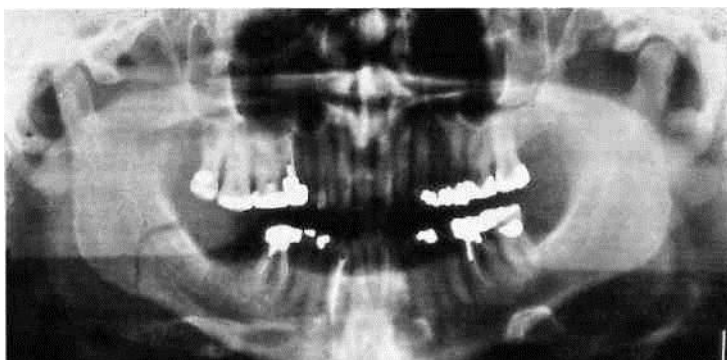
Radiographs showing the use of a compression plate at the lower border in conjunction with a non-compression cortical plate above the level of the inferior dental canal. (Case treated by Professor J. Prein and reproduced with his kind permission).
